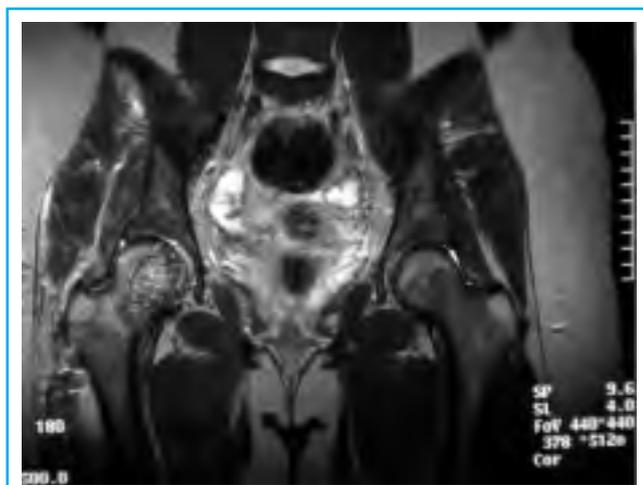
RMN a 3 mesi dall'intervento. Ben evidenziabile l'area curettata e il borraggio con innesti ossei. Non segni di materiale lesionale residuo.
